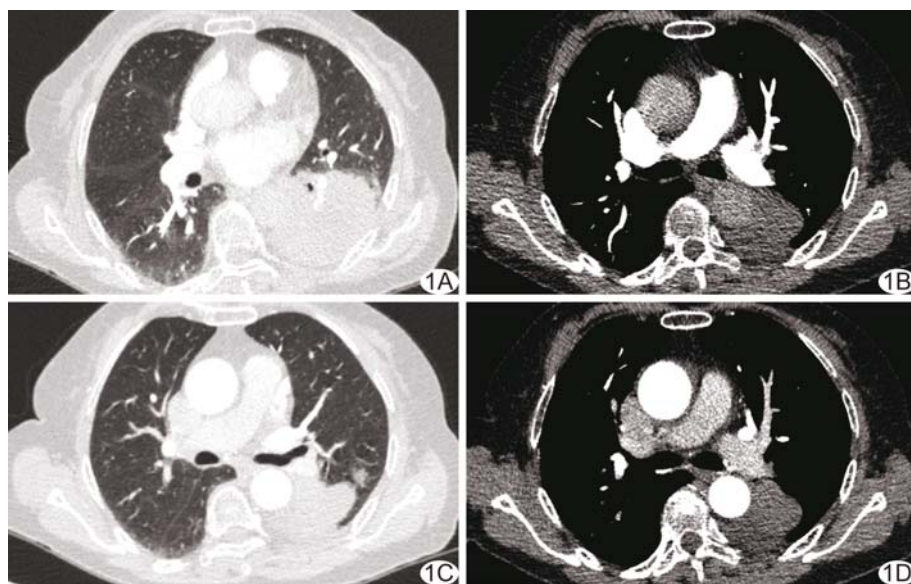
A 组病例,女,61 岁,左肺下叶后基底段占位 A. PA 期肺窗图像,图像质量 4 分; B. PA 期纵隔窗图像,肺动脉主干 CT 值为 577.9 HU,主动脉 CT 值 83.1 HU,图像质量 4 分,血管显示优良率 1 级; C. BA 期肺窗图像,图像质量 4 分; D. BA 期纵隔窗图像,肺动脉主干 CT 值为 140.7 HU,主动脉 CT 值 449.2 HU,图像质量 3 分,血管显示优良率 1 级
